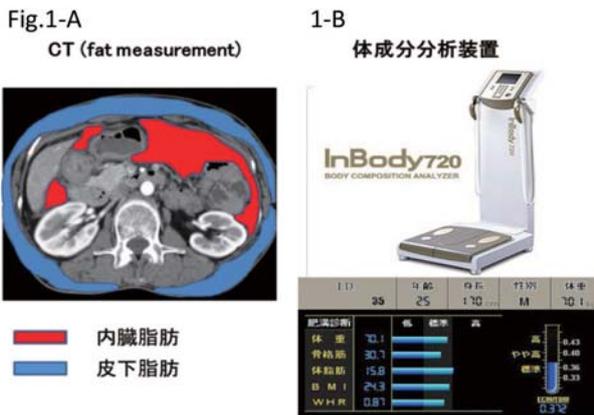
CTで皮下・内臓脂肪を計測します。
